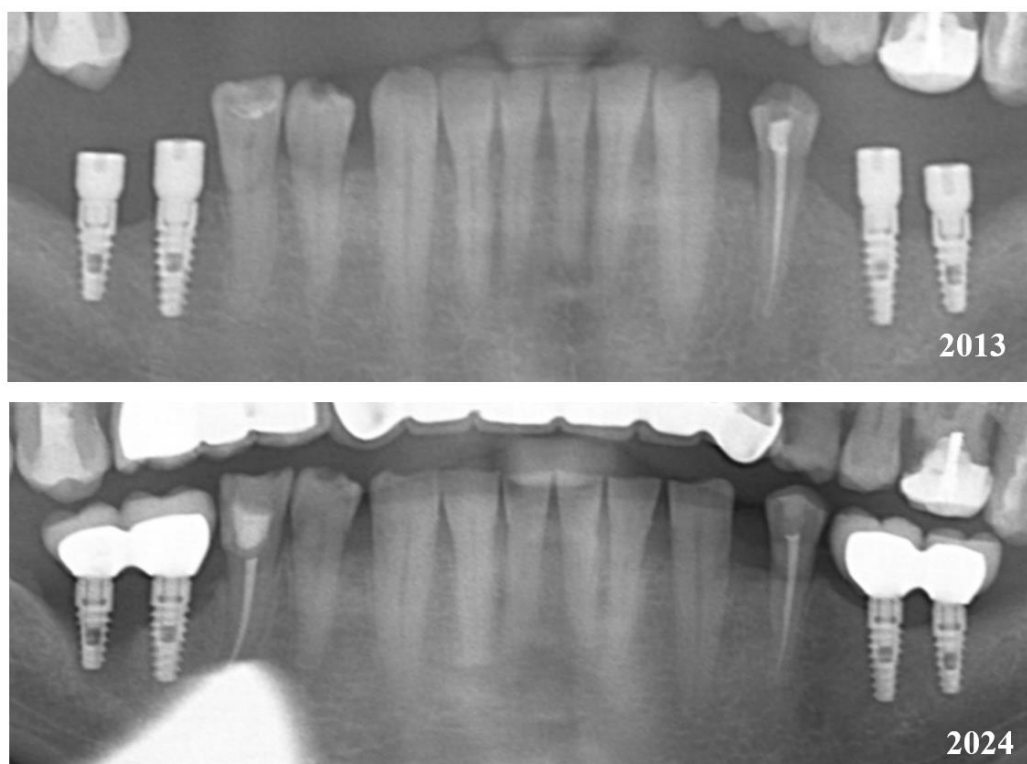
Ортопантомограмма пациента, запротезированного с использованием неоригинальных абатментов, совместимых с системой BioHorizons TI
